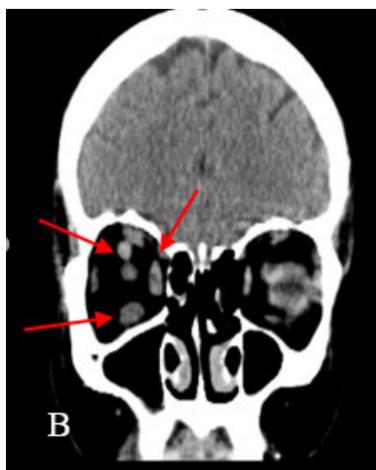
Tomografía axial computarizada de cráneo. Corte coronal, en el cual se observa engrosamiento de los músculos extraoculares y dilatación de la vena oftálmica superior en la órbita derecha.
